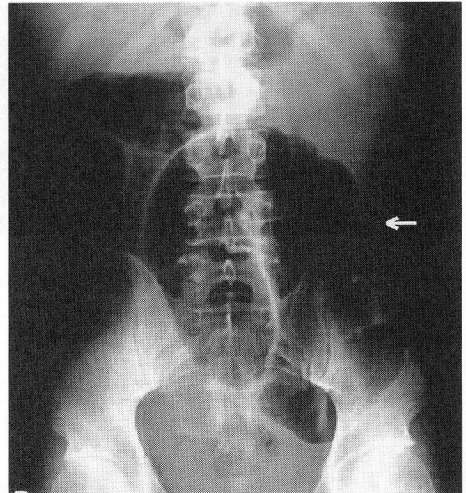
Abdominal roentgenogram on admission showing marked dilated large intestine, the coffee bean sign.
